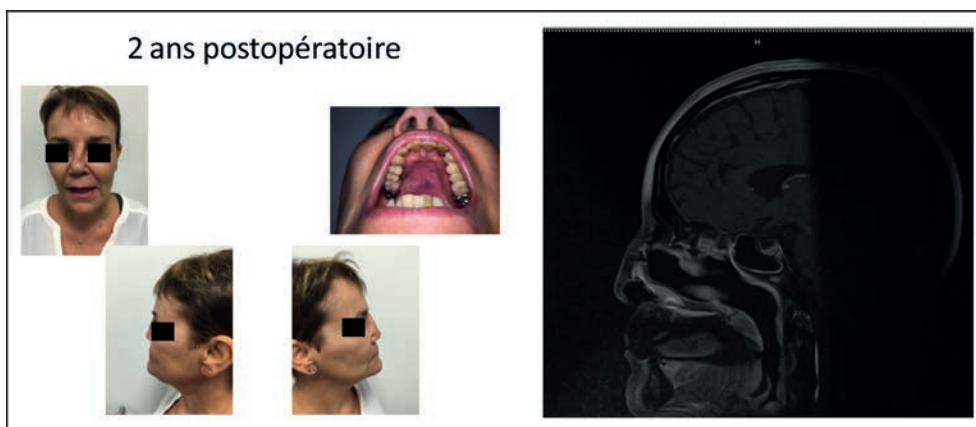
24 mois post-opératoire : photos et IRM.
